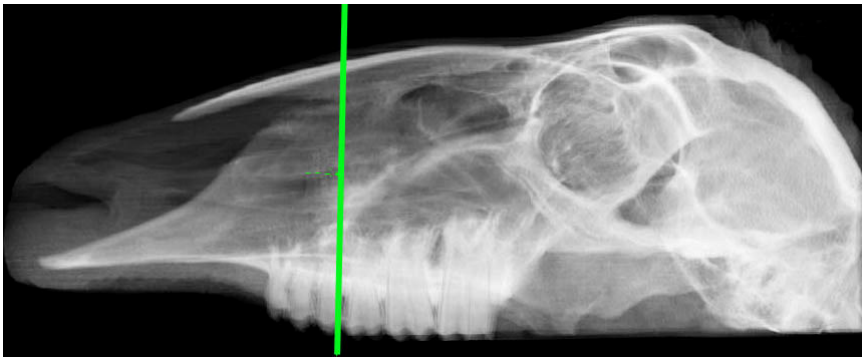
Radiologische Darstellung der Coronarebene 2 des Schafskopfes Nr.5 Merino im CT. Cnm - Concha nasalis media; Cns - Concha nasalis superior; Cnv - Concha nasalis ventralis; Sn - Septum nasi; Sp - Sinus palatinus dexter; Sp' - Sinus palatinus sinister.
